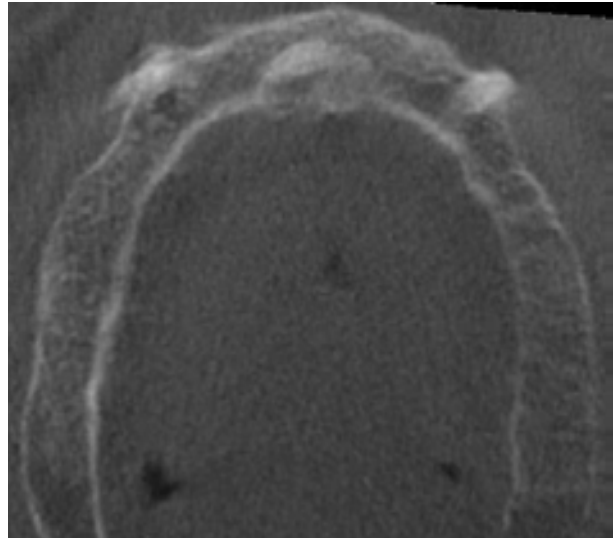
Imagen radiopaca poscirugía de exéresis y regeneración en la TAC, vista coronal
